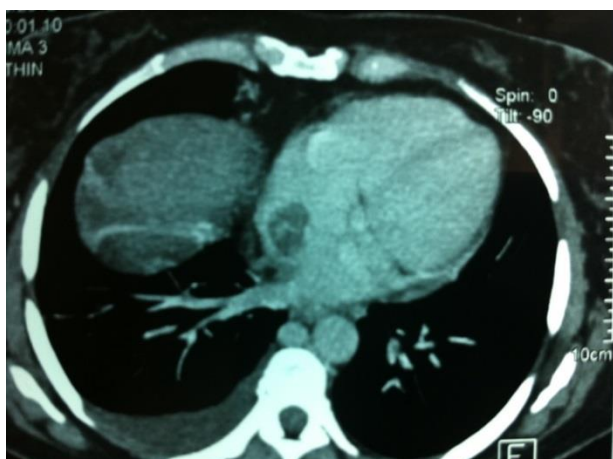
Tomografía que muestra imagen irregular heterogénea, localizada en la desembocadura de la vena cava inferior a nivel de la aurícula derecha.
